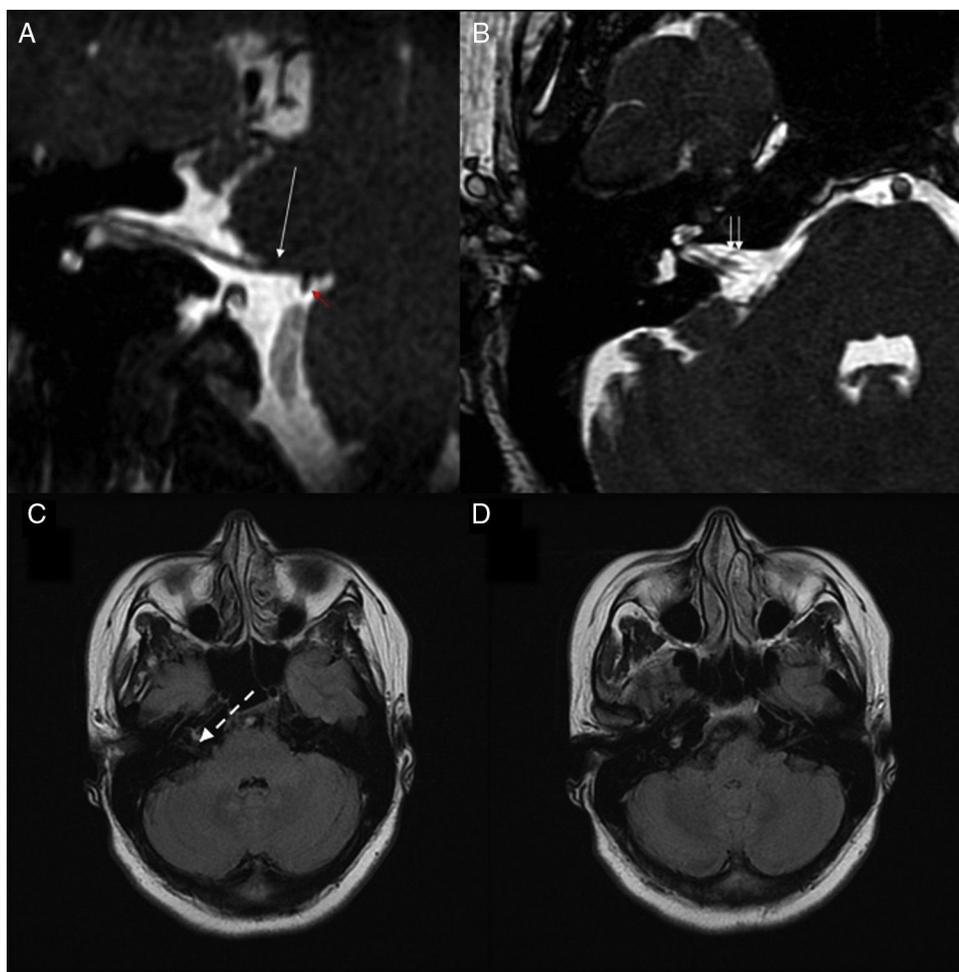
Reconstrucciones en planos sagital oblicuo (A) y axial (B) de una secuencia de alta resolución fuertemente potenciada en T2 3D FIESTA en la región del ángulo pontocerebeloso derecho. Se identifica contacto de un vaso correspondiente a la PICA (flecha roja) a nivel de la zona de emergencia del nervio facial derecho (flecha larga blanca). En la imagen a través del conducto auditivo interno derecho se observa vaso elongado (doble flecha blanca), correspondiente a la AICA, con aparente contacto con los pares derechos VII y VIII. (C) y (D) muestran 2 cortes axiales FLAIR a nivel del ángulo pontocerebeloso. Se señala (flecha blanca discontinua) la zona de emergencia de ambos pares craneales derechos VII y VIII.
